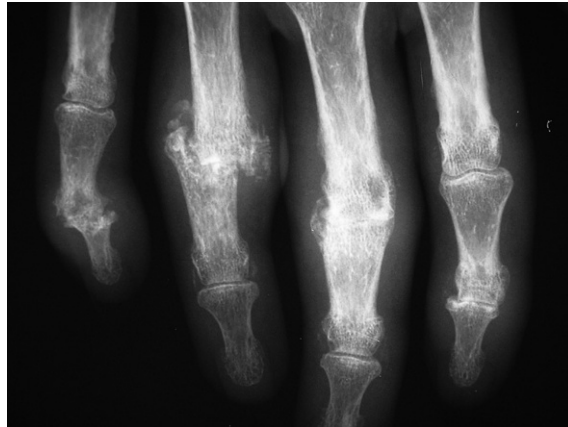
Radiographie de la main droite.
